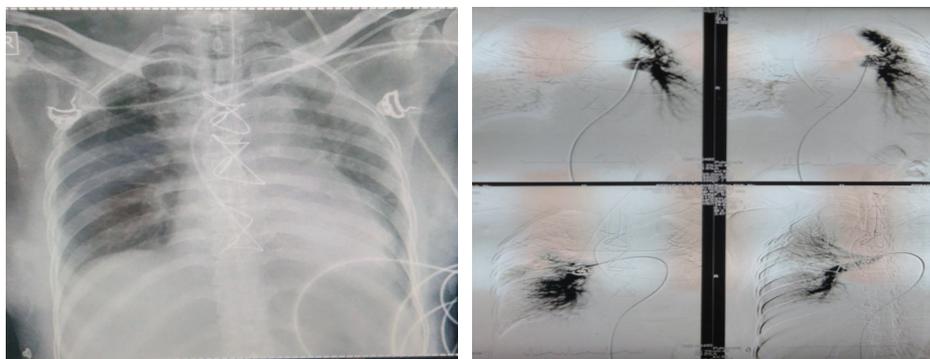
Foto toraks dan Angiogram paru pasien 3
